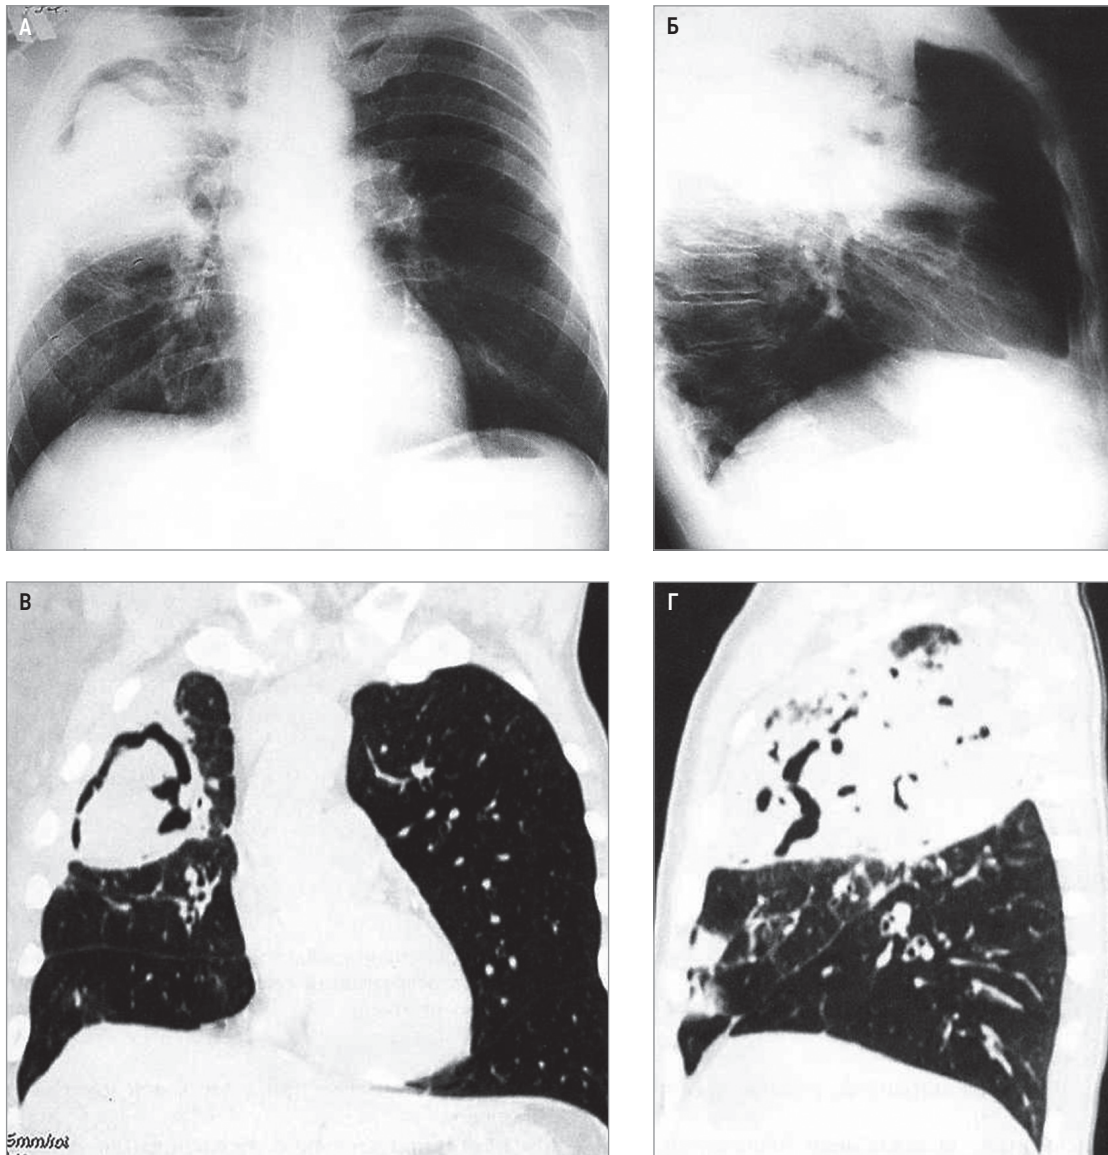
Острый абсцесс с секвестрацией правого легкого: А – рентгенограмма в прямой проекции; Б – в правой боковой проекции; В, Г – компьютерно-томографическая реконструкция
